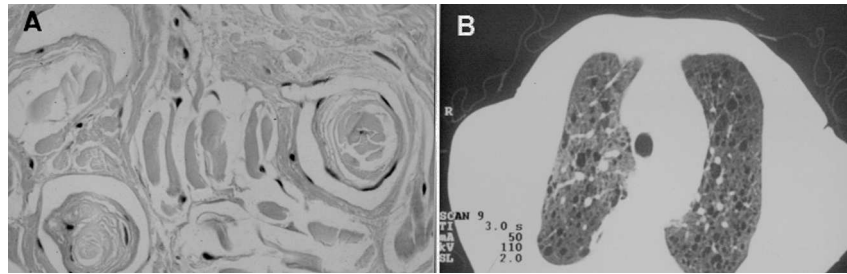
Detalle de un neurofibroma de cuero cabelludo (HE 400). Cortesía del Dr. Navarro. B: TC torácica que evidencia un patrón fibroquístico, con quistes de pequeño tamaño menores de un cm.
